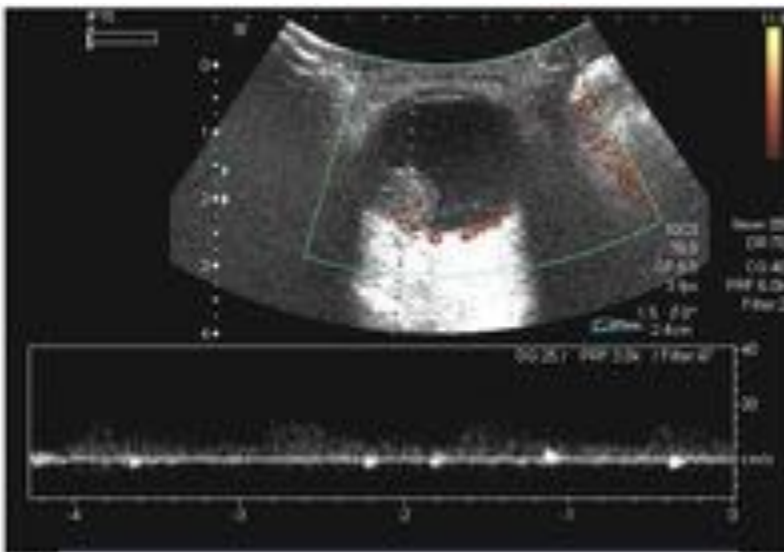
Ecografía doppler ocular izquierda. Vascularización de la masa intraocular, con ondas espectrales arteriales en el interior de la lesión.
